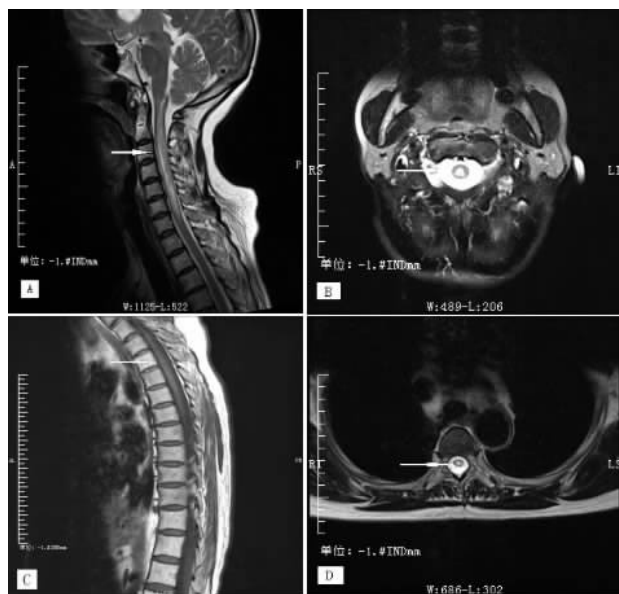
NMO 患者 MRI 检查显示脊髓病变 (箭头所示)
